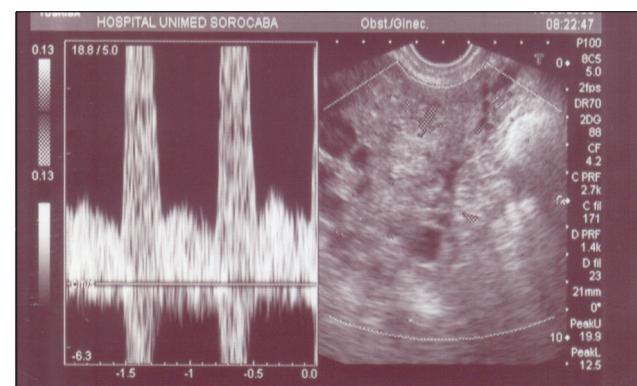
Ultra-som transvaginal: imagem heterogênea predominantemente anexial D, com contornos bocelados e mal-definidos (sólida cística), medindo 77 x 73 x 117 mm; nota-se presença de fluxo sanguíneo ao doppler colorido e pulsado.
